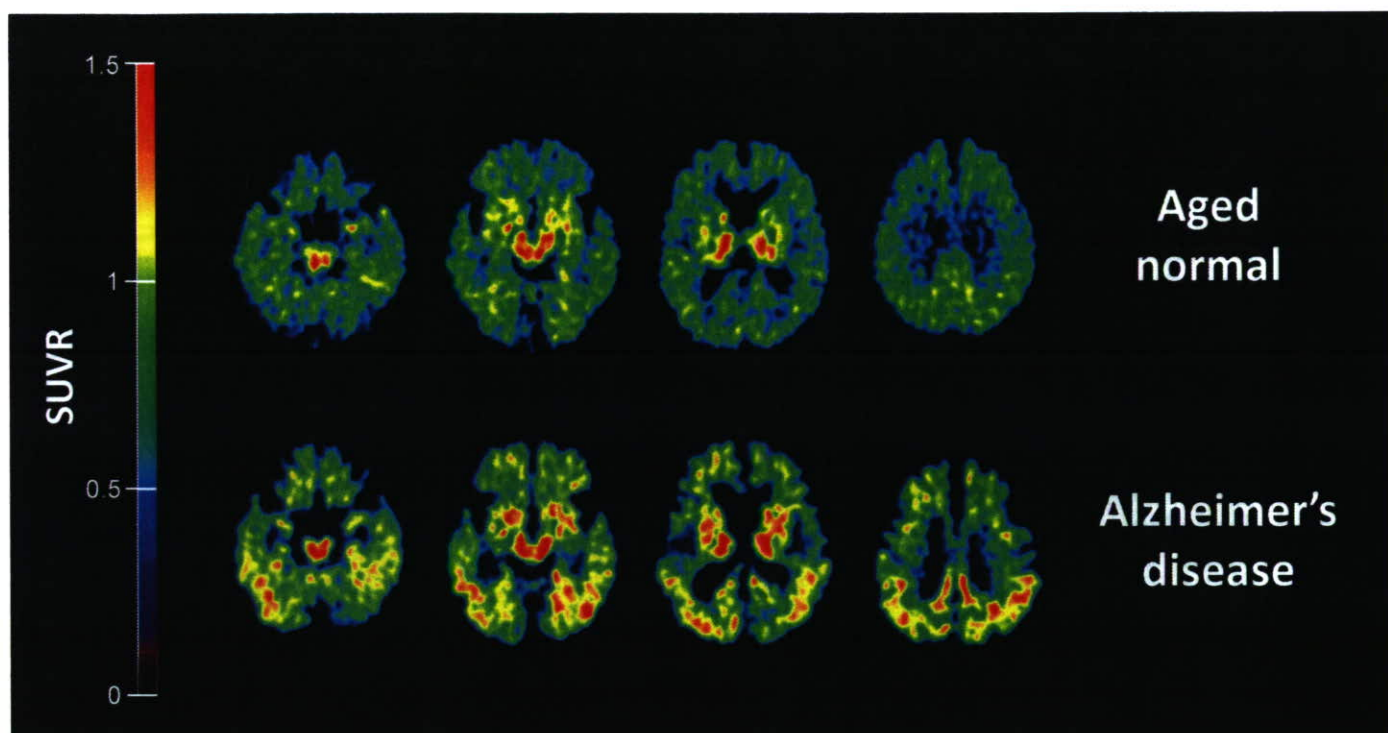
健常高齢者 (Aged normal)、アルツハイマー病 (AD) 患者の $[^{18}\text{F}]$ FACT PET 画像 (投与 10~30 分後の SUVR 画像)
